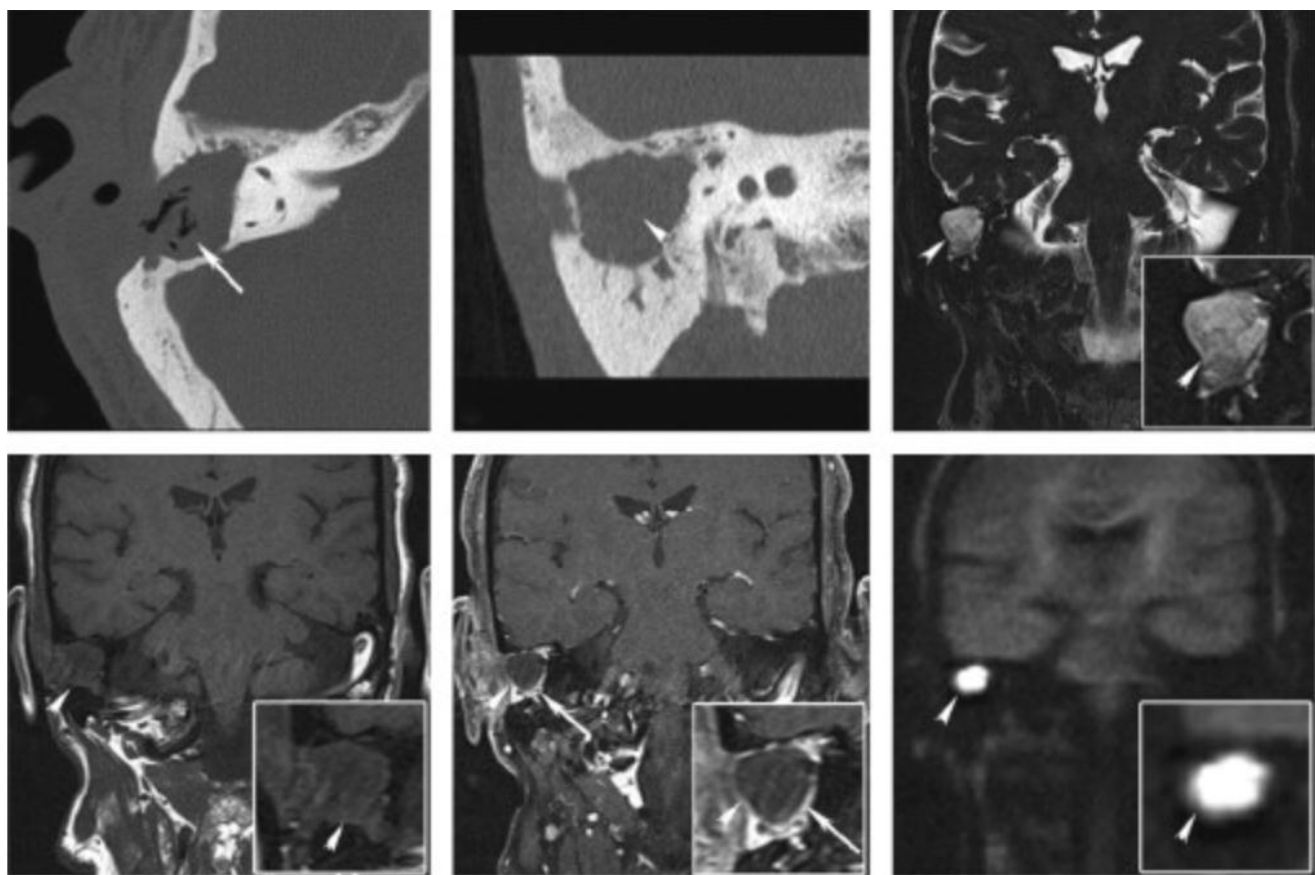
Récidive atticale d'un cholestéatome secondaire de l'oreille droite, 4 ans après exérèse chirurgicale. TDM en reconstruction axiale (a) et coronale (b) passant par l'attique : opacité comblant l'attique externe et la cavité d'évidement avec présence de squames. IRM en T2 (c), T1 (d), T1 gadolinium retardé (45 min), diffusion TSE (f) : signal caractéristique d'un cholestéatome en hypersignal T2, hyposignal T1, sans réhaussement (e) et hypersignal en diffusion (f). [7]
